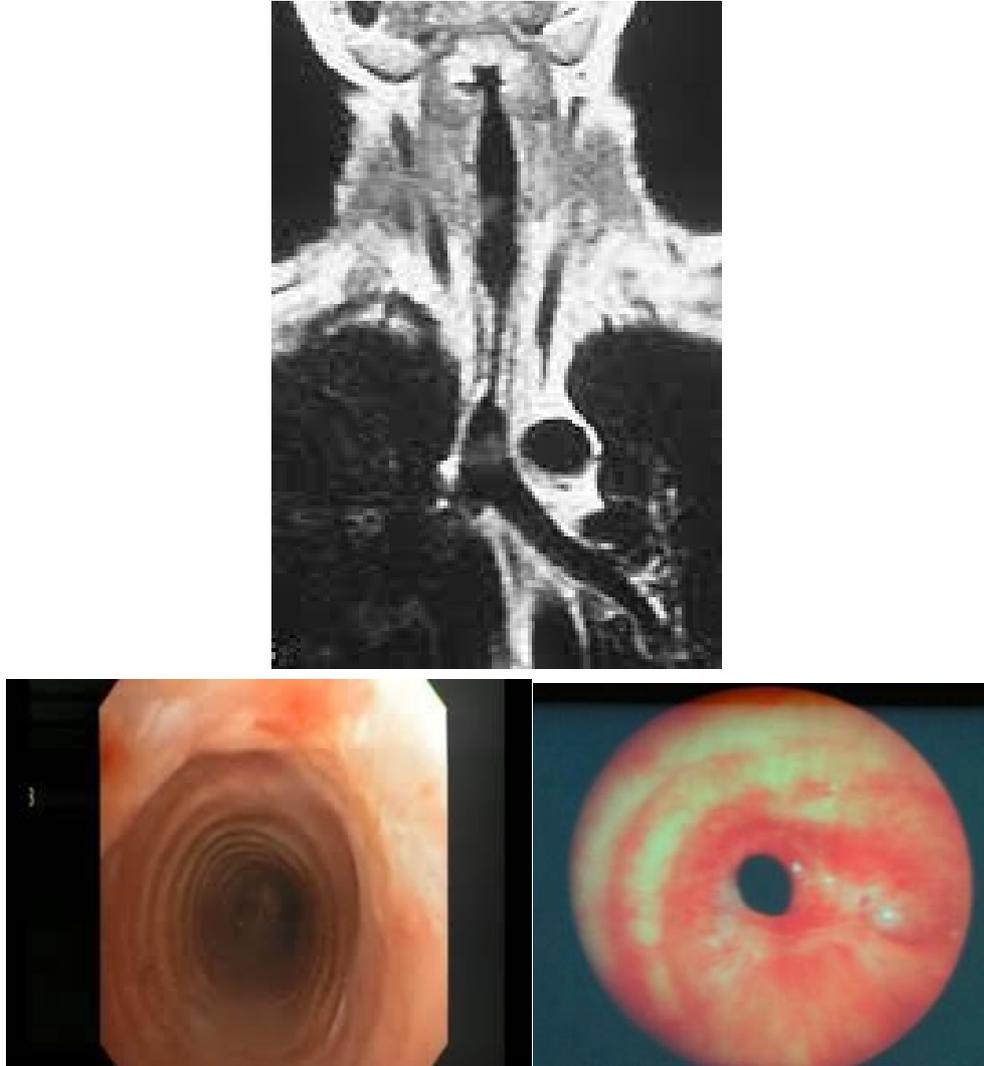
Visão Broncoscópica da traqueia. A) Tomografia de Pescoço e Tórax, com redução do lúmen traqueal. B) Traqueia Normal. C) Estenose Traqueal.
